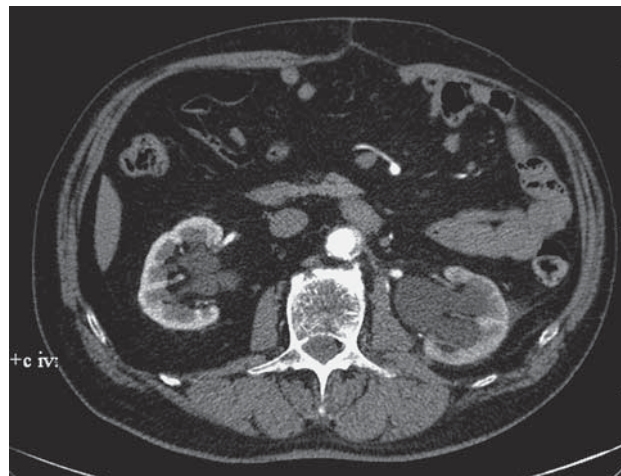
КТ-изображение расширенной лоханки в артериальную фазу исследования.
